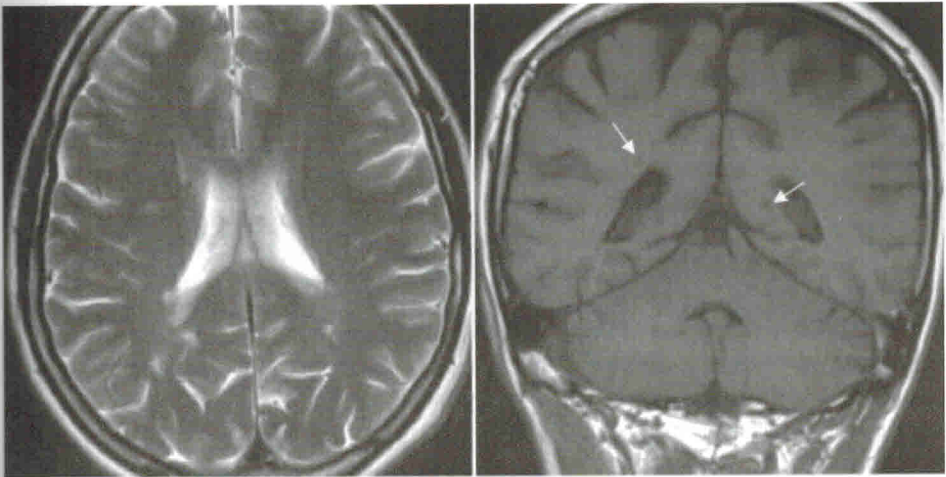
МРТ головного мозга в режиме Т2-ВИ (аксиальная проекция) и Т1-ВИ (коронарная проекция). Некоторые очаги демиелинизации, гиперинтенсивные в режиме Т2-ВИ, визуализируются на Т1-ВИ как гипоинтенсивные.
